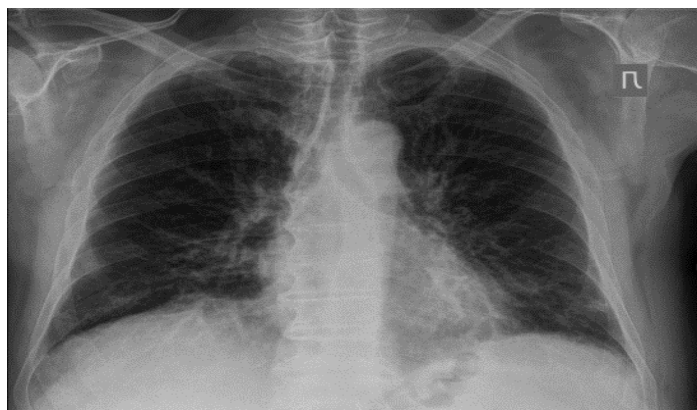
Рентгенография органов грудной клетки через 5 лет после последнего курса ХТ
